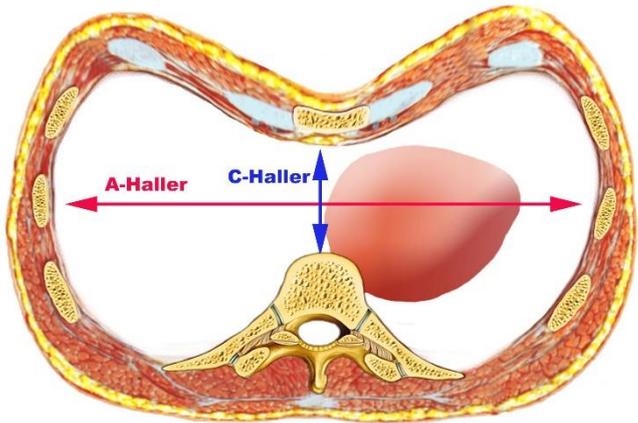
Medida pelo índice de Haller: faz as medidas dos diâmetros latero-lateral e antero-posterior na tomografia. O índice de Haller é definido como a distância látero-lateral interna dividida pela distância antero-posterior interna no nível da maior deformidade (A/C)
